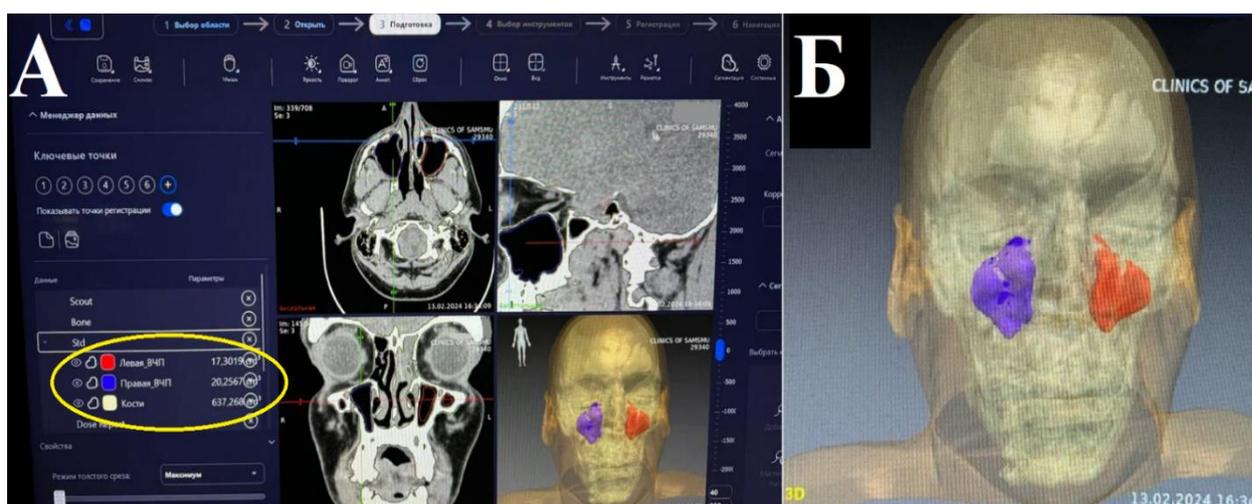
Интерфейс комплекса «Автоплан», загрузка данных МСКТ в формате DICOM: А – моделирование и расчет индивидуальных параметров дефекта; Б - контрастное выделение симметричных областей интереса в средней зоне лица
